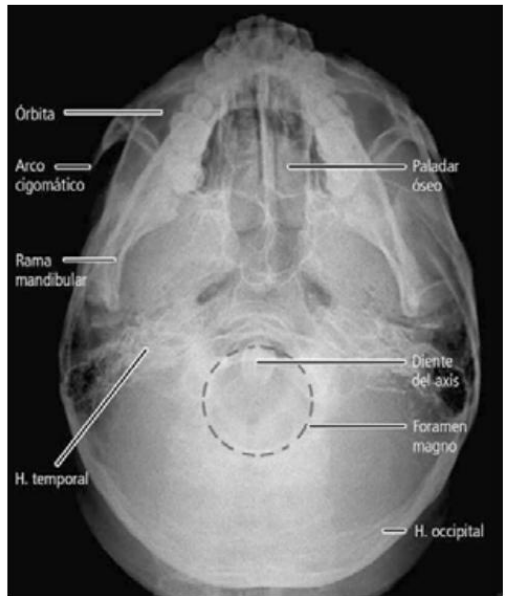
Radiografía de la base del cráneo, en proyección de Hirtz.
